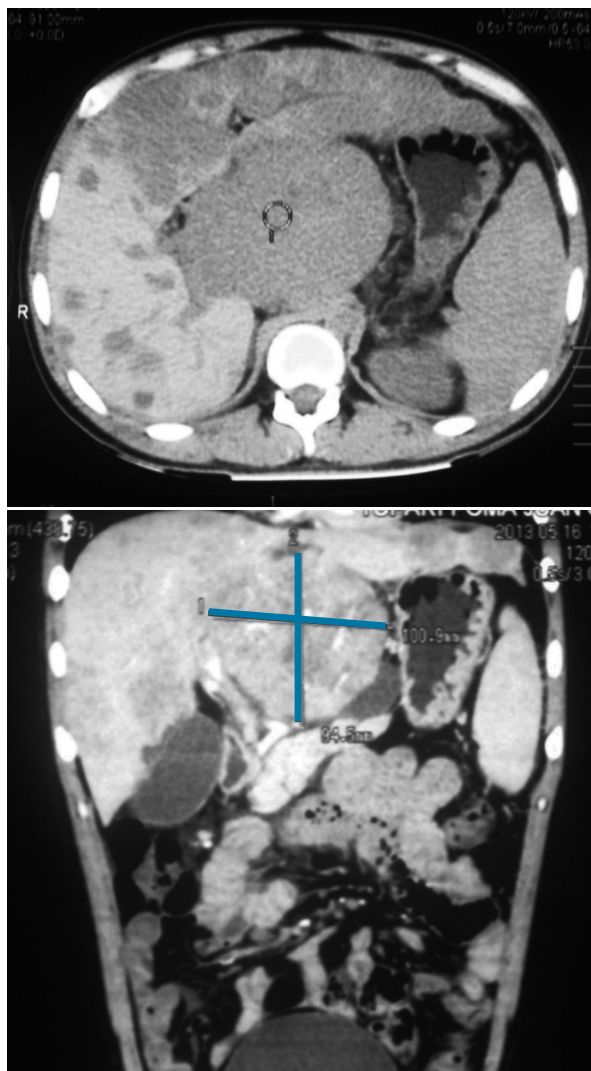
TAC. Masa en el lóbulo izquierdo hepático con múltiples imágenes metastásicas.
